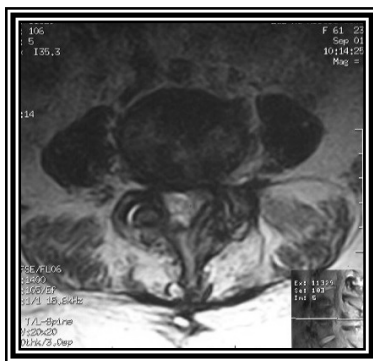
Resonancia magnética con cortes axiales en la cual se observa hipertrofia facetaria con compresión radicular izquierda.
